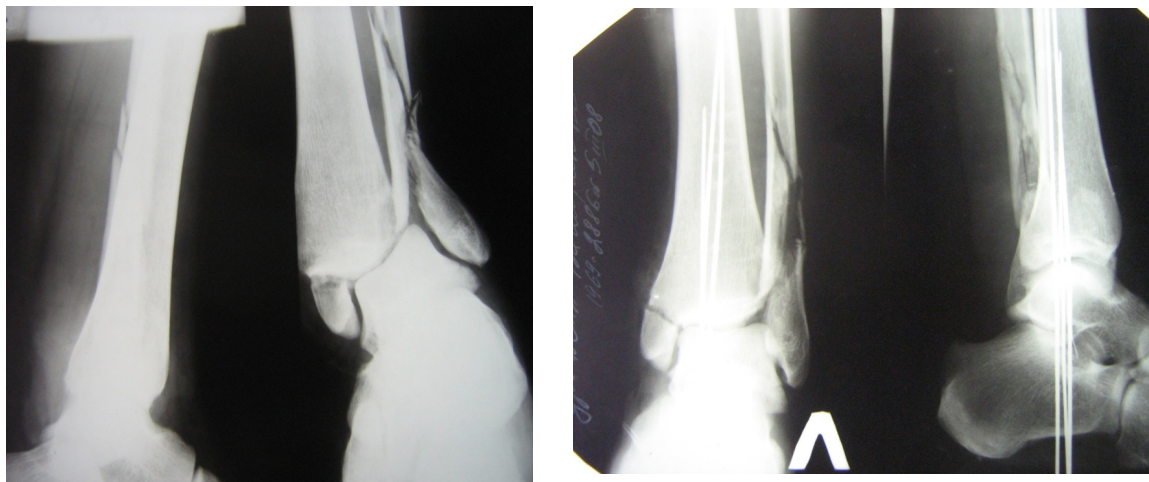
Рентгенснимки трансартикулярного проведения спиц через стопу к большеберцовой кости
